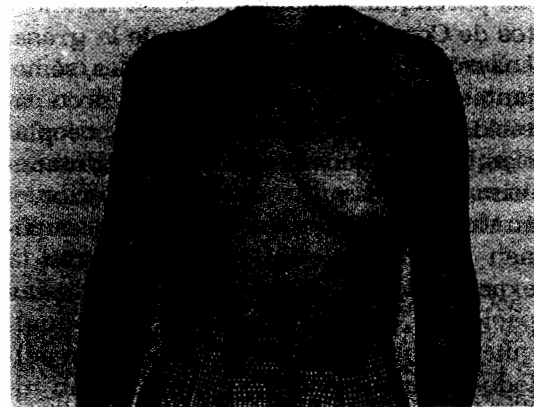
Buena cosmesis tras TC.
